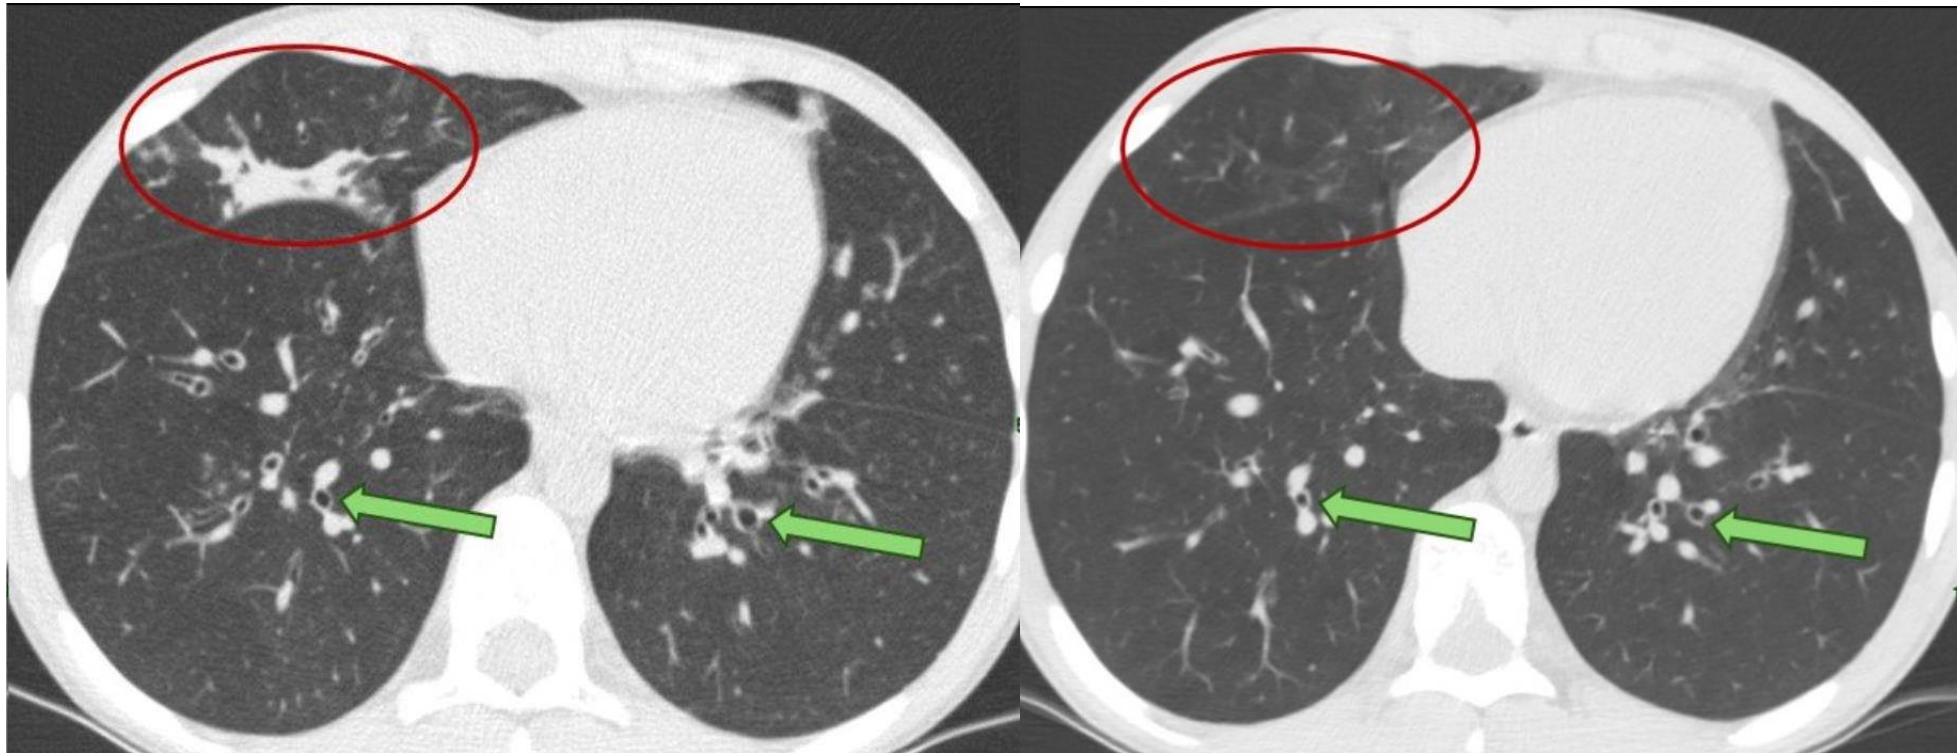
Cortes axiales de TC antes y tras 13 meses bajo tratamiento con Kaftrio. Se observa resolución de la consolidación en lóbulo medio (círculo rojo) y disminución del calibre de las bronquiectasias (flecha verde).
